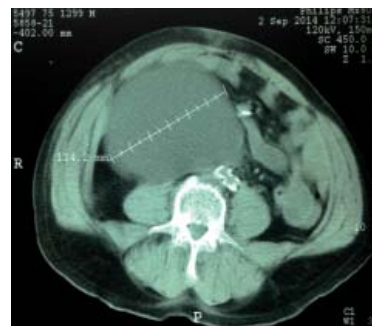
TAC abdominal que muestra imagen en su diámetro mayor de 124.2 mm.
